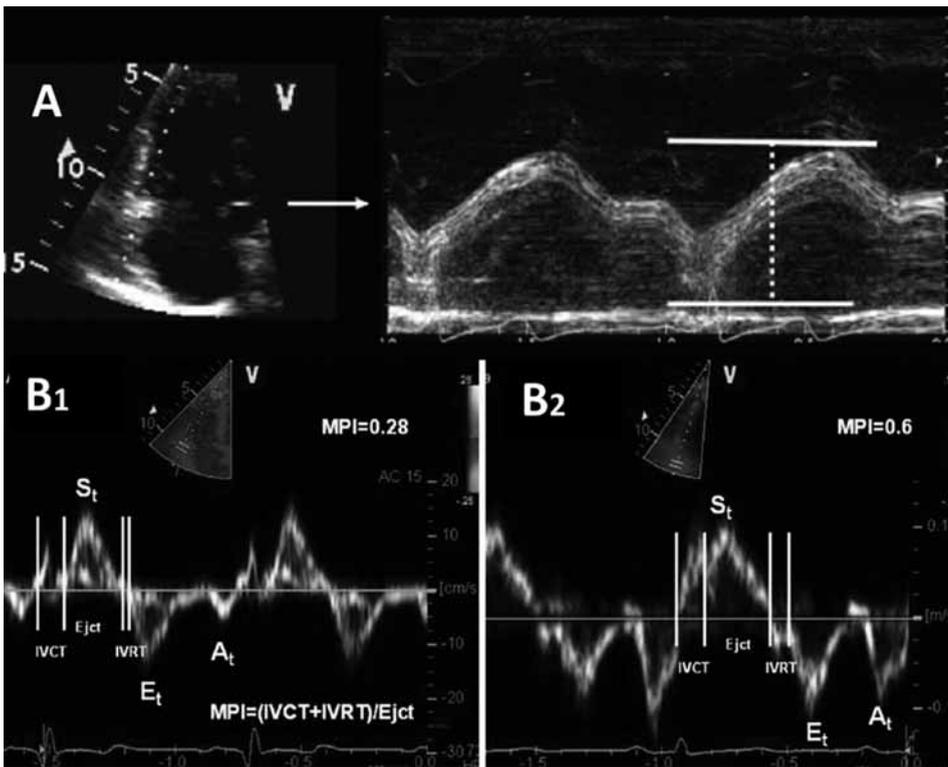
A) Excursión sistólica del anillo tricuspídeo por modo M. Se relaciona con la fracción de eyección del VD por resonancia y es un parámetro pronóstico de la mortalidad en adultos con HTP. B) Doppler tisular y cálculo del Tei index. B1, sujeto normal y B2, sujeto con HTP. Se observa alteración de la relajación y aumento del Tei index.
